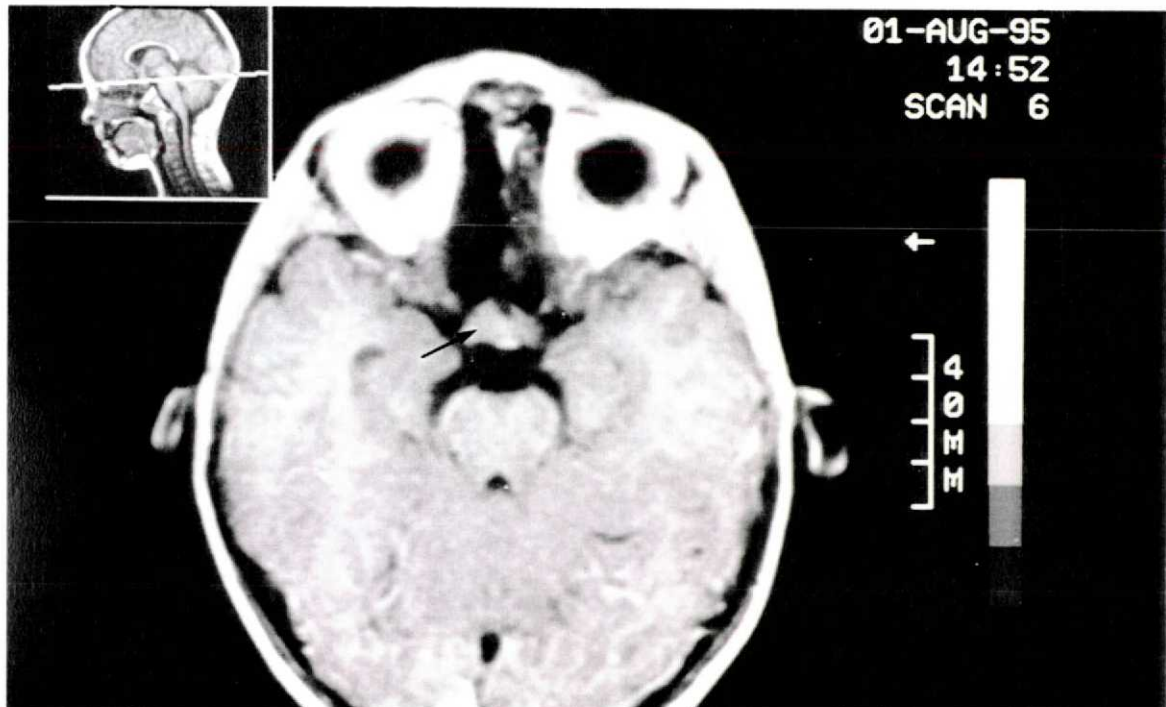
Exame de ressonância magnética do caso n.º 8, corte axial em T1, mostrando o aspecto da lesão 4,5 anos após o tratamento cirúrgico (seta).
